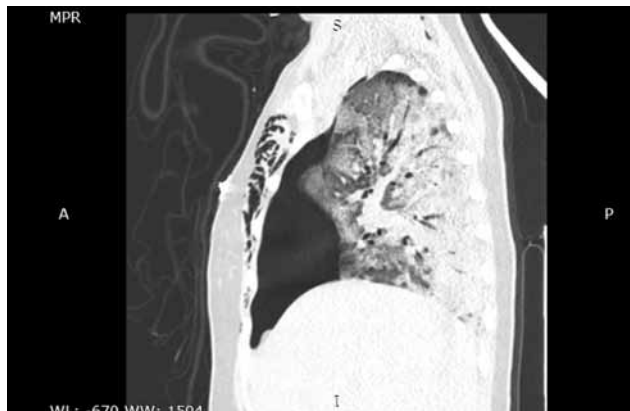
МСКТ. Пневмоторакс справа в сагиттальной плоскости
